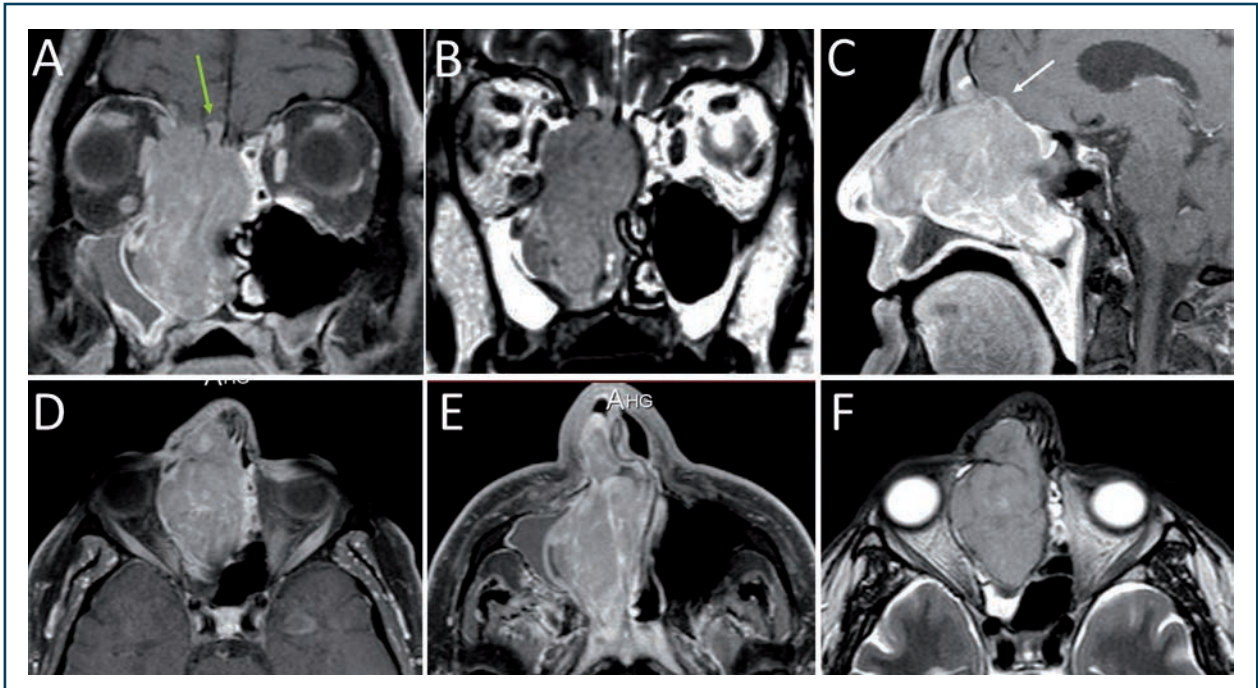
Neuroblastome de la fente olfactive droite de grade III de Hyams chez un homme de 69 ans, classé T4bN0M0. (A-F) IRM en séquences T1 injectée (A-C-D-E) et T2 (B-F). La gouttière olfactive droite est envahie jusqu'au contact du gyrus rectus (flèche verte). (C) Les kystes supérieurs sont visibles (flèche blanche). Les structures basses de la fente olfactive et de la fosse nasale sont refoulées (lame papyracée, orbite, septum nasal).
